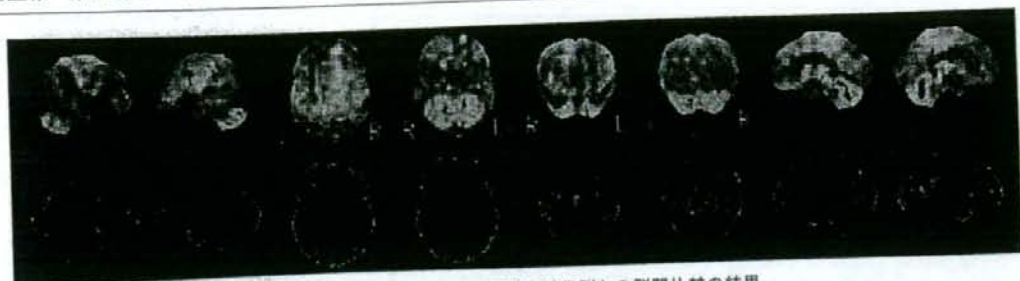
DLBの糖代謝PET画像と健常群との群間比較の結果
